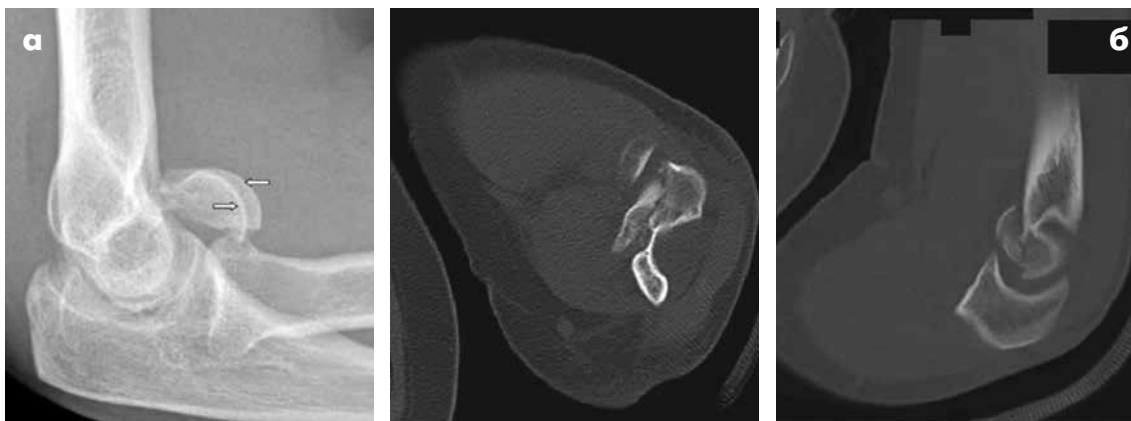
Ліктьовий суглоб: а – рентгенограма: закритий внутрішньосуглобовий перелом головчастого підвищення (стрілки); б – КТ: закритий внутрішньосуглобовий перелом головчастого підвищення
